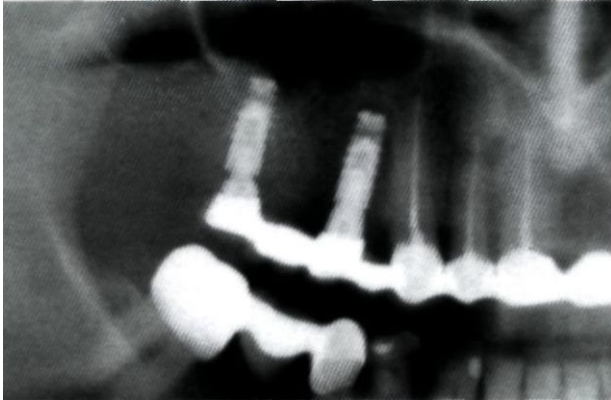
Некорректная установка головки имплантат во время протезирования (контрольная рентгенограммa через 1 год после протезирования): но до конца закрученная во время протезирования головка дистально расположенного имплантата стала причиной функциональной перегрузки второго имплантата и его дезинтеграции
